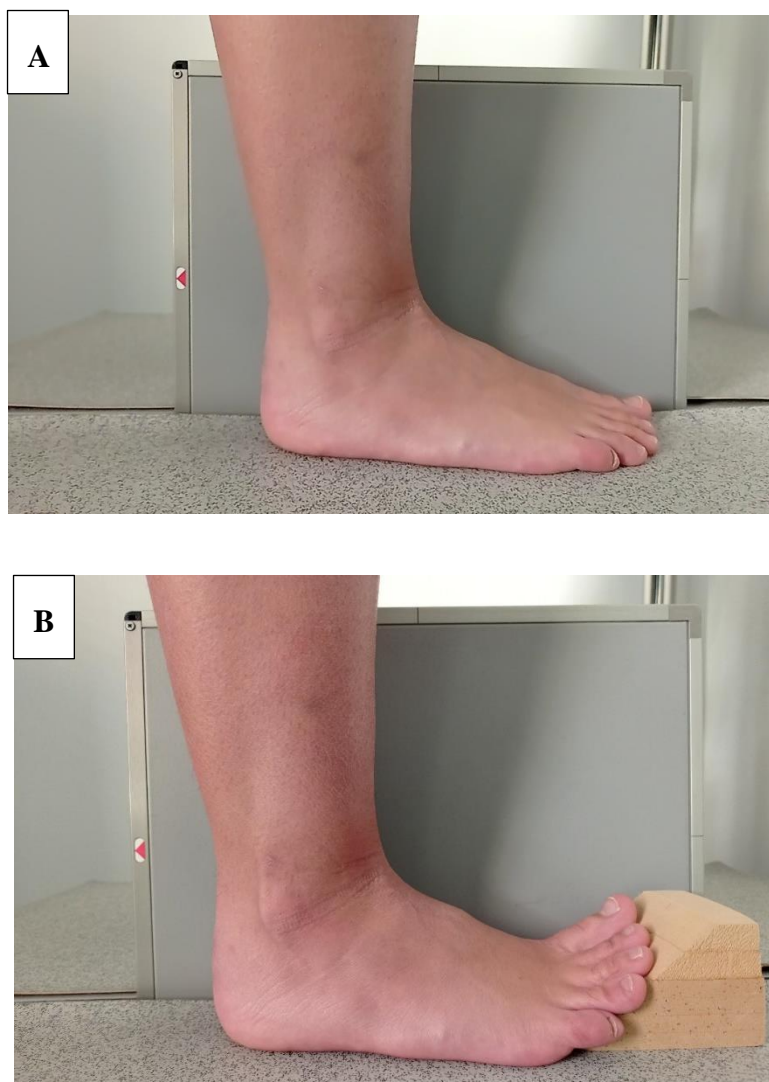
Radiografía en carga relajada (A). Radiografía con una extensión pasiva de 45° - 60°, utilizando unas cuñas de EVA – corcho con estas inclinaciones (B)
